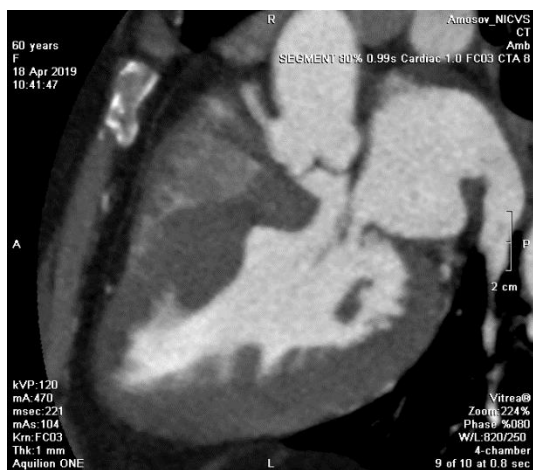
КТ серця з внутрішньовенним контрастуванням пацієнтки через 63 місяці після АСА з незадовільним результатом
